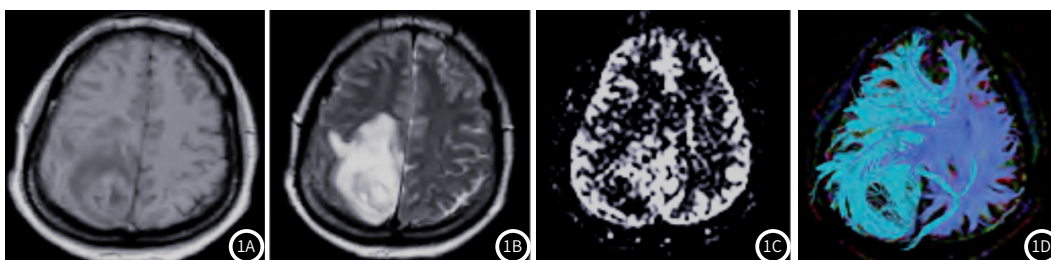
胶质瘤患者MRI检查，患者女性，52岁，T₁WI显示右侧顶叶不均匀低信号，T₂WI呈混杂高信号影，ASL可见明显高灌注水平，DTI显示肿瘤组织浸润造成白质纤维束移位。
